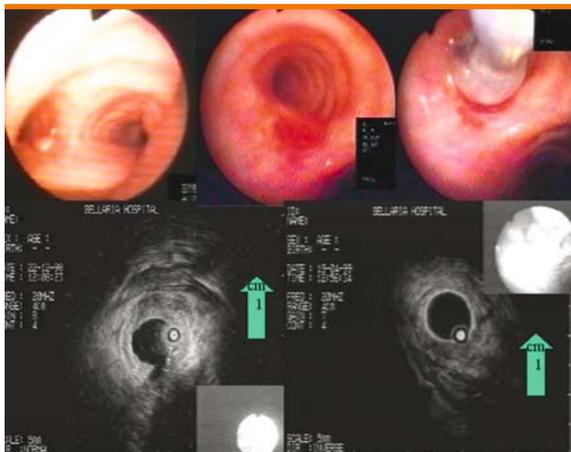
Scansione con sonda a pallone di piccola lesione superficiale dell'orifizio bronchiale sinistro; all'ecografia si rileva la vicinanza della lesione alla parete esofagea, senza evidente perforazione
